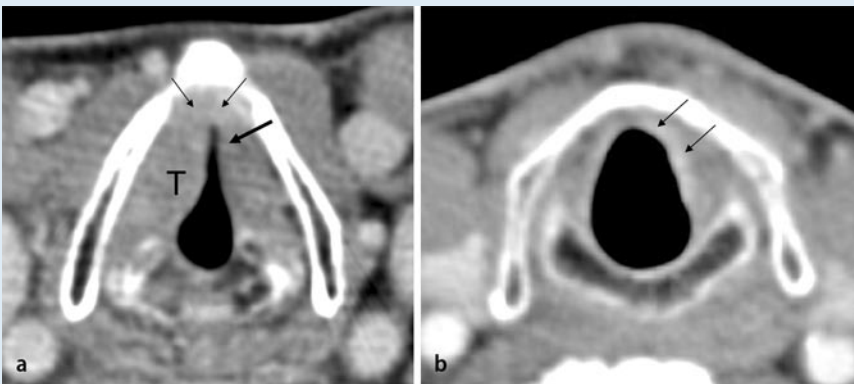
▲ Axiale CT-Bilder nach i.v.-KM-Applikation auf Glottishöhe (a) und auf Höhe der oberen Subglottis (b). Tumor ausgehend vom rechten anterioren Stimmband (*T*) mit Beteiligung der vorderen Kommissur (*dünne Pfeile*) und des anterioren kontralateralen Stimmbandes (*dicker Pfeil*). Beachte den Befall der Subglottis (b, *dünne Pfeile*)
